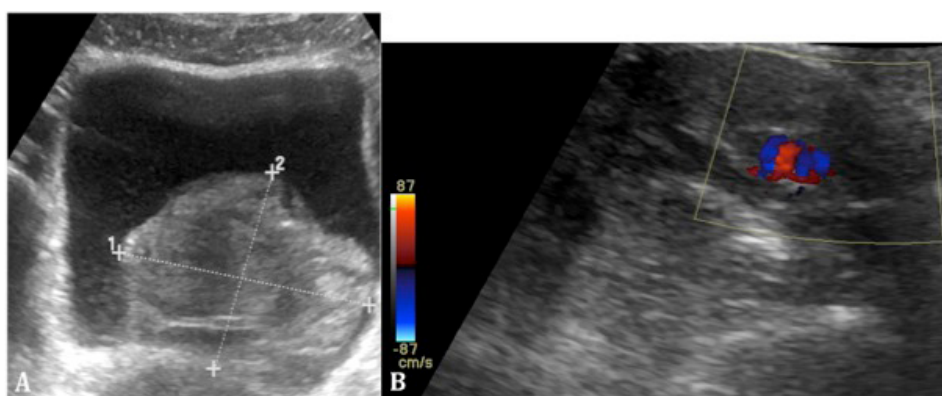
(A) Uninary bladder sonography showing a large heterogeneous clot. (B) Right renal Doppler showing aliasing in the inferior pole that highlights the AVM.
